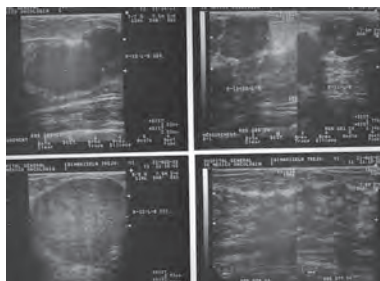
USG mamario. Fibroadenoma.
